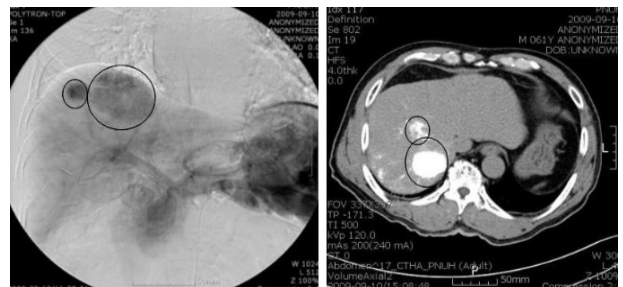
Masses in right lobe of liver (segment 7,8) are shown in abdomen CT and celiac angiography image.
